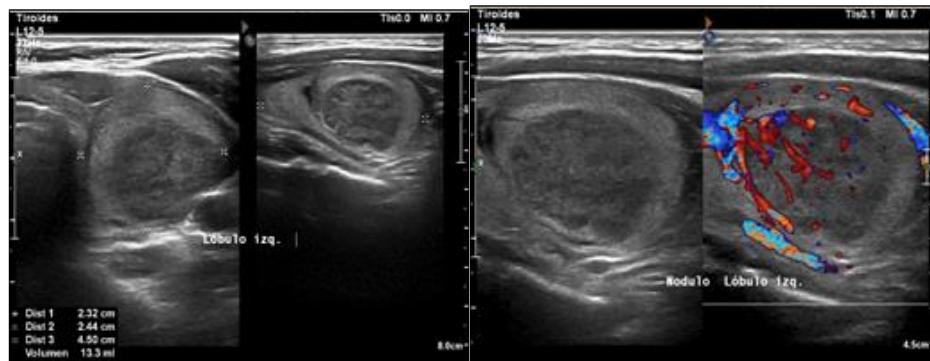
Ecografía tiroidea. Nódulo tiroideo izquierdo (31 x 23 mm), con incremento de la vascularización.
